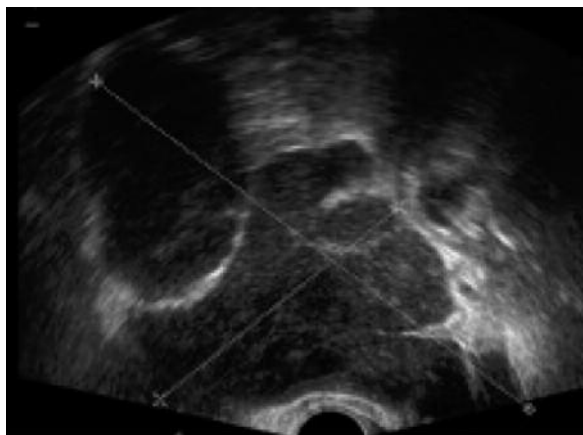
Ecografía ginecológica
